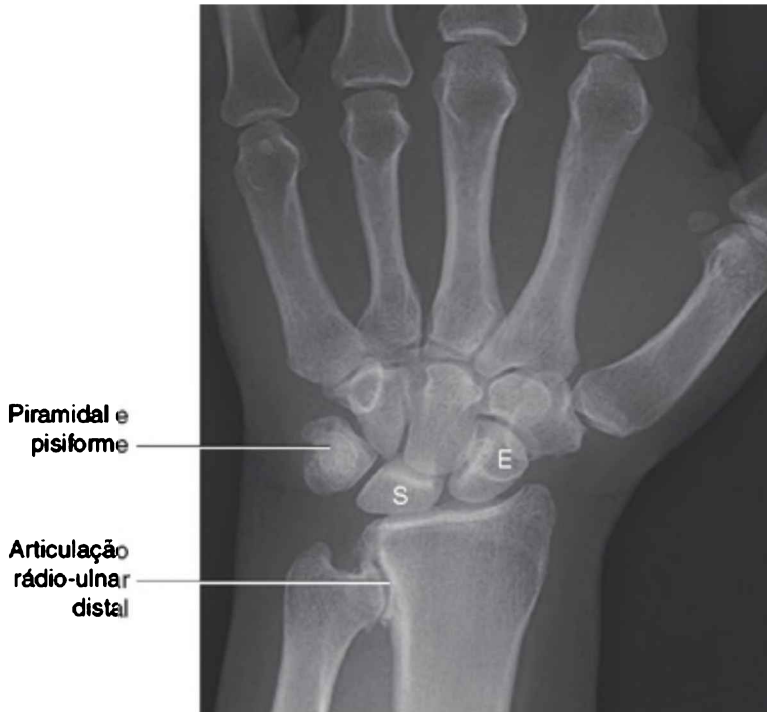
Uma radiografia póstero-anterior (PA) de um punho com variação ulnar negativa e com degeneração da articulação rádio-ulnar distal associada. *S*: semilunar; *E*: escafoide, *P*: piramidal.
